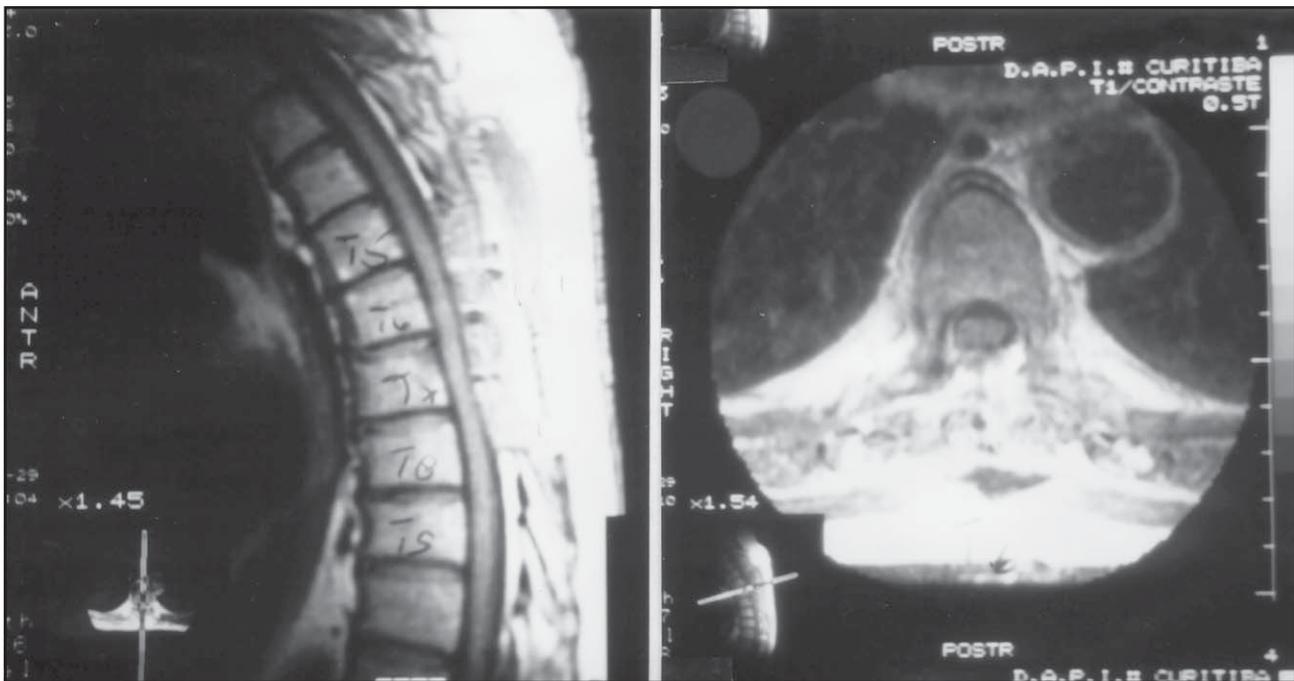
Imagens de ressonância magnética ponderadas no T1 com utilização de contraste no pós operatório de lesão representada na Figura 2 mostrando ausência da lesão e evidente descompressão medular representada em corte sagital (A) e axial (B).
